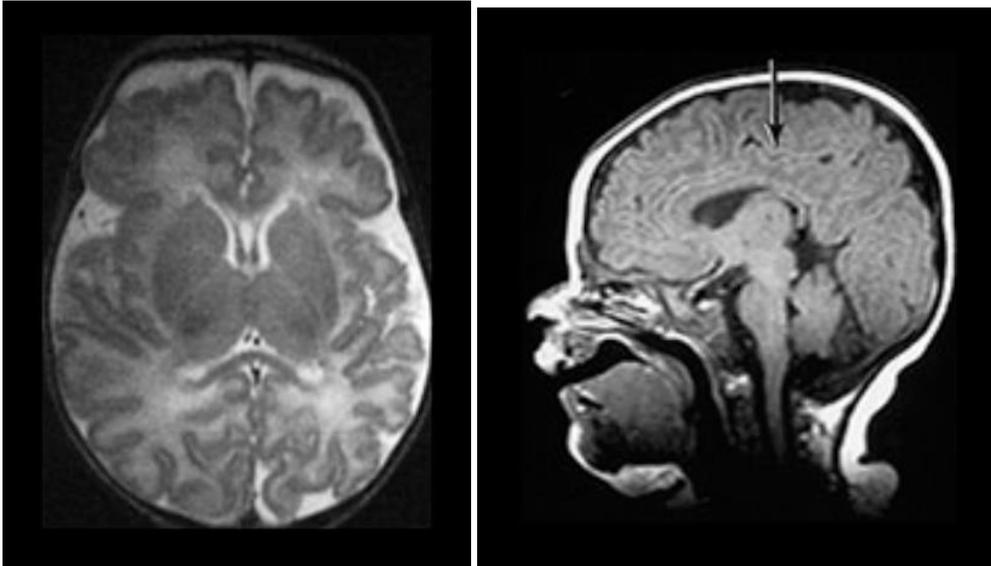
Imágenes de resonancia magnética craneal a las 40 semanas de EG
